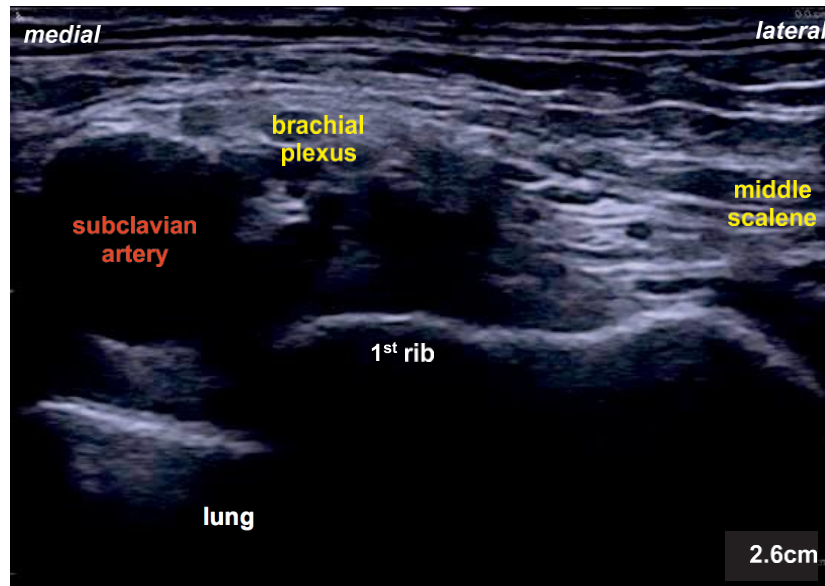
Imagen de ultrasonido mostrando la relación de las estructuras relevantes en la fosa supraclavicular.
